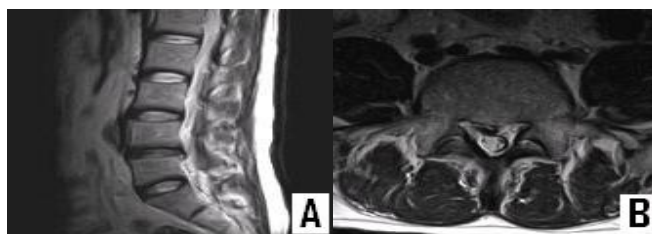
Sagittal(A) and axial(B) T₂ weighted MRI obtained 10 months after the patient's presentation showing regression of disc extrusion at the L₄₋₅ but disc degeneration in L₄₋₅.
